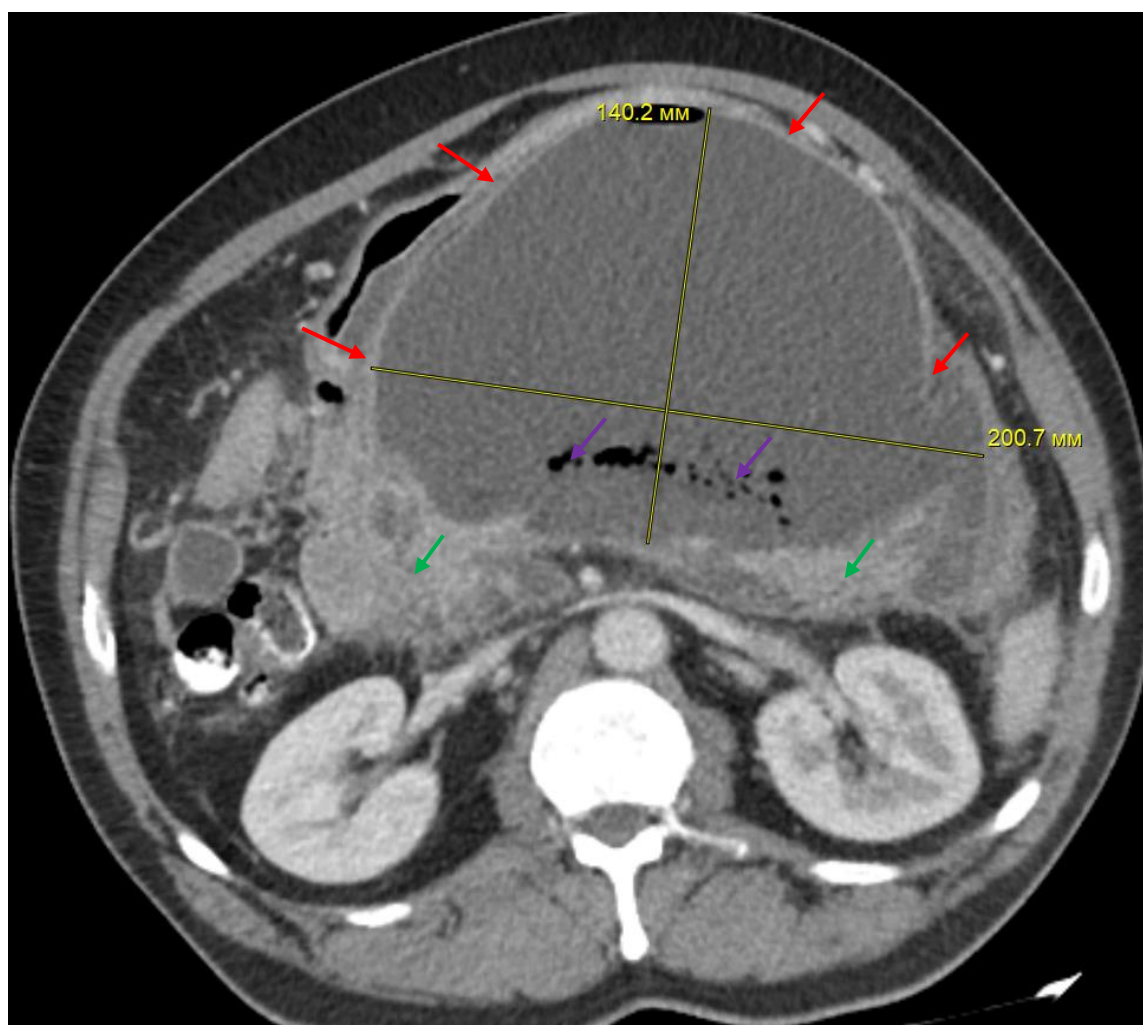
Компьютерная томограмма, венозная фаза, аксиальная проекция. 6 месяцев от начала ОП. Глубокий (полный поперечный) дефект паренхимы ПЖ в области шейки, тела и начальном отделе хвоста, замещенный ПК (красные стрелки), с сохранением контрастирования паренхимы в области головки и хвоста ПЖ (зеленые стрелки), что подтверждает перенесенный некроз 1 типа конфигурации. Признаки инфицирования (фиолетовые стрелки)
